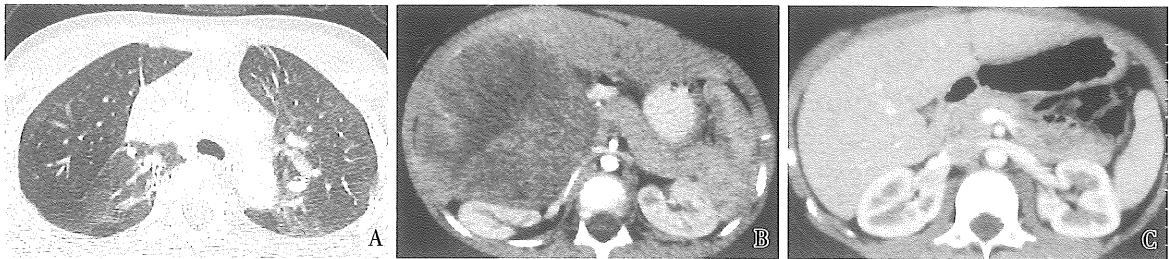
体质量 16 ~ 25 kg 者体部 64 排 CT 低剂量图像
